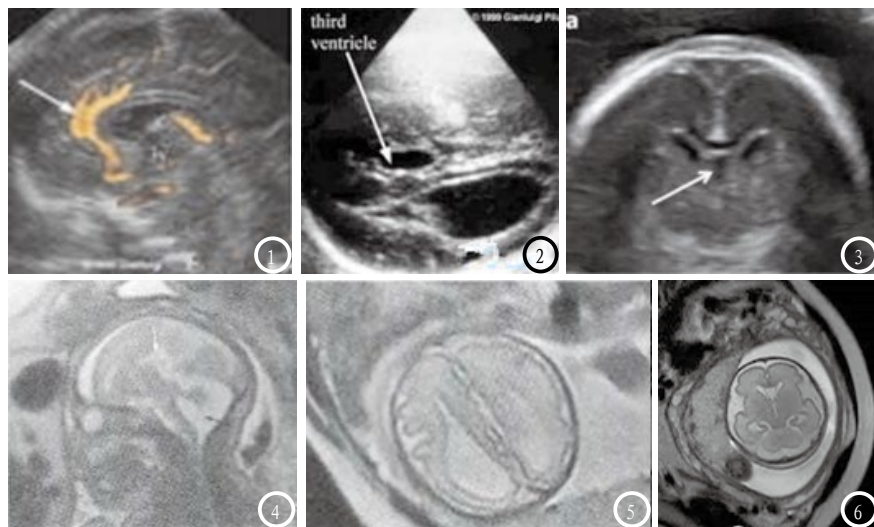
胎儿胼胝体超声影像。图1 胼胝体缺如(冠状面)；图2 胼胝体缺如(横切面)；图3 胎儿正常胼胝体。图4-6 胎儿胼胝体核磁共振影像。图4 胎儿胼胝体缺如(冠状面)；图5 胎儿胼胝体缺如(横切面)；图6 胎儿正常胼胝体。
